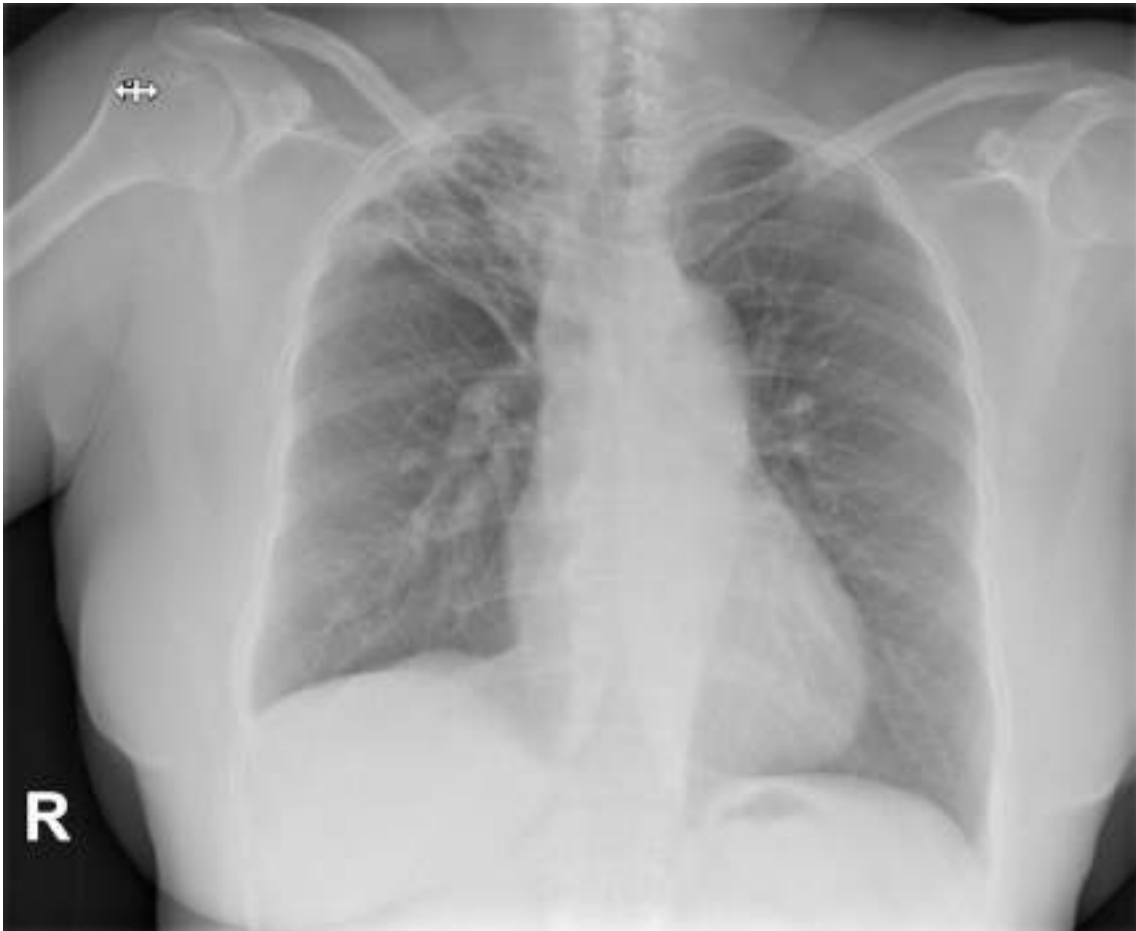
Radiografía de tórax (proyección PA) que muestra aspergilosis pulmonar cavitaria crónica con afectación en lóbulo superior derecho.
